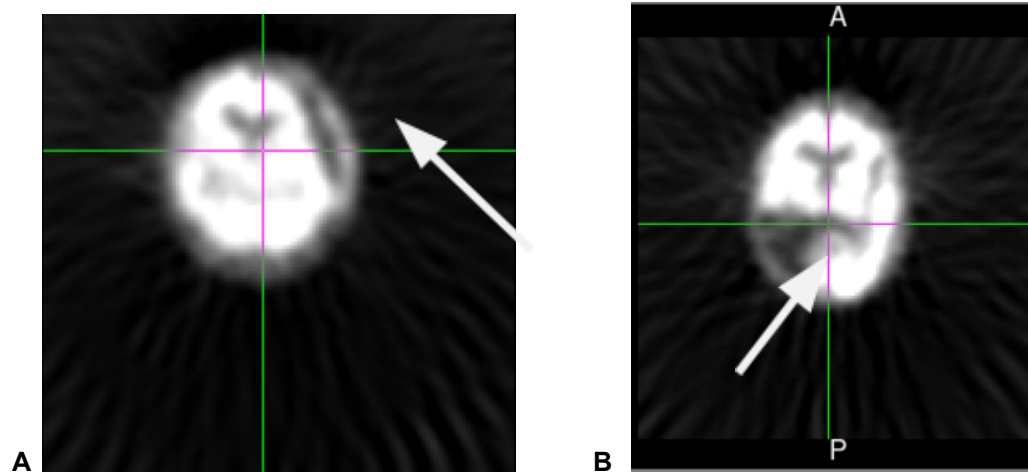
A. Imagem SPECT do P01 onde podemos ver o hematoma subdural esquerdo e ao fazer a comparação com a análise quantitativa mostra ser concordante com os dados do EEG. B. Imagem do P06 onde o doente apresentava um AVC tempo-parietal occipital direito e a comparação com a análise mostrou ser concordante com a lesão e consideramos tendência por apresentar um hipermetabolismo parietal superior.
